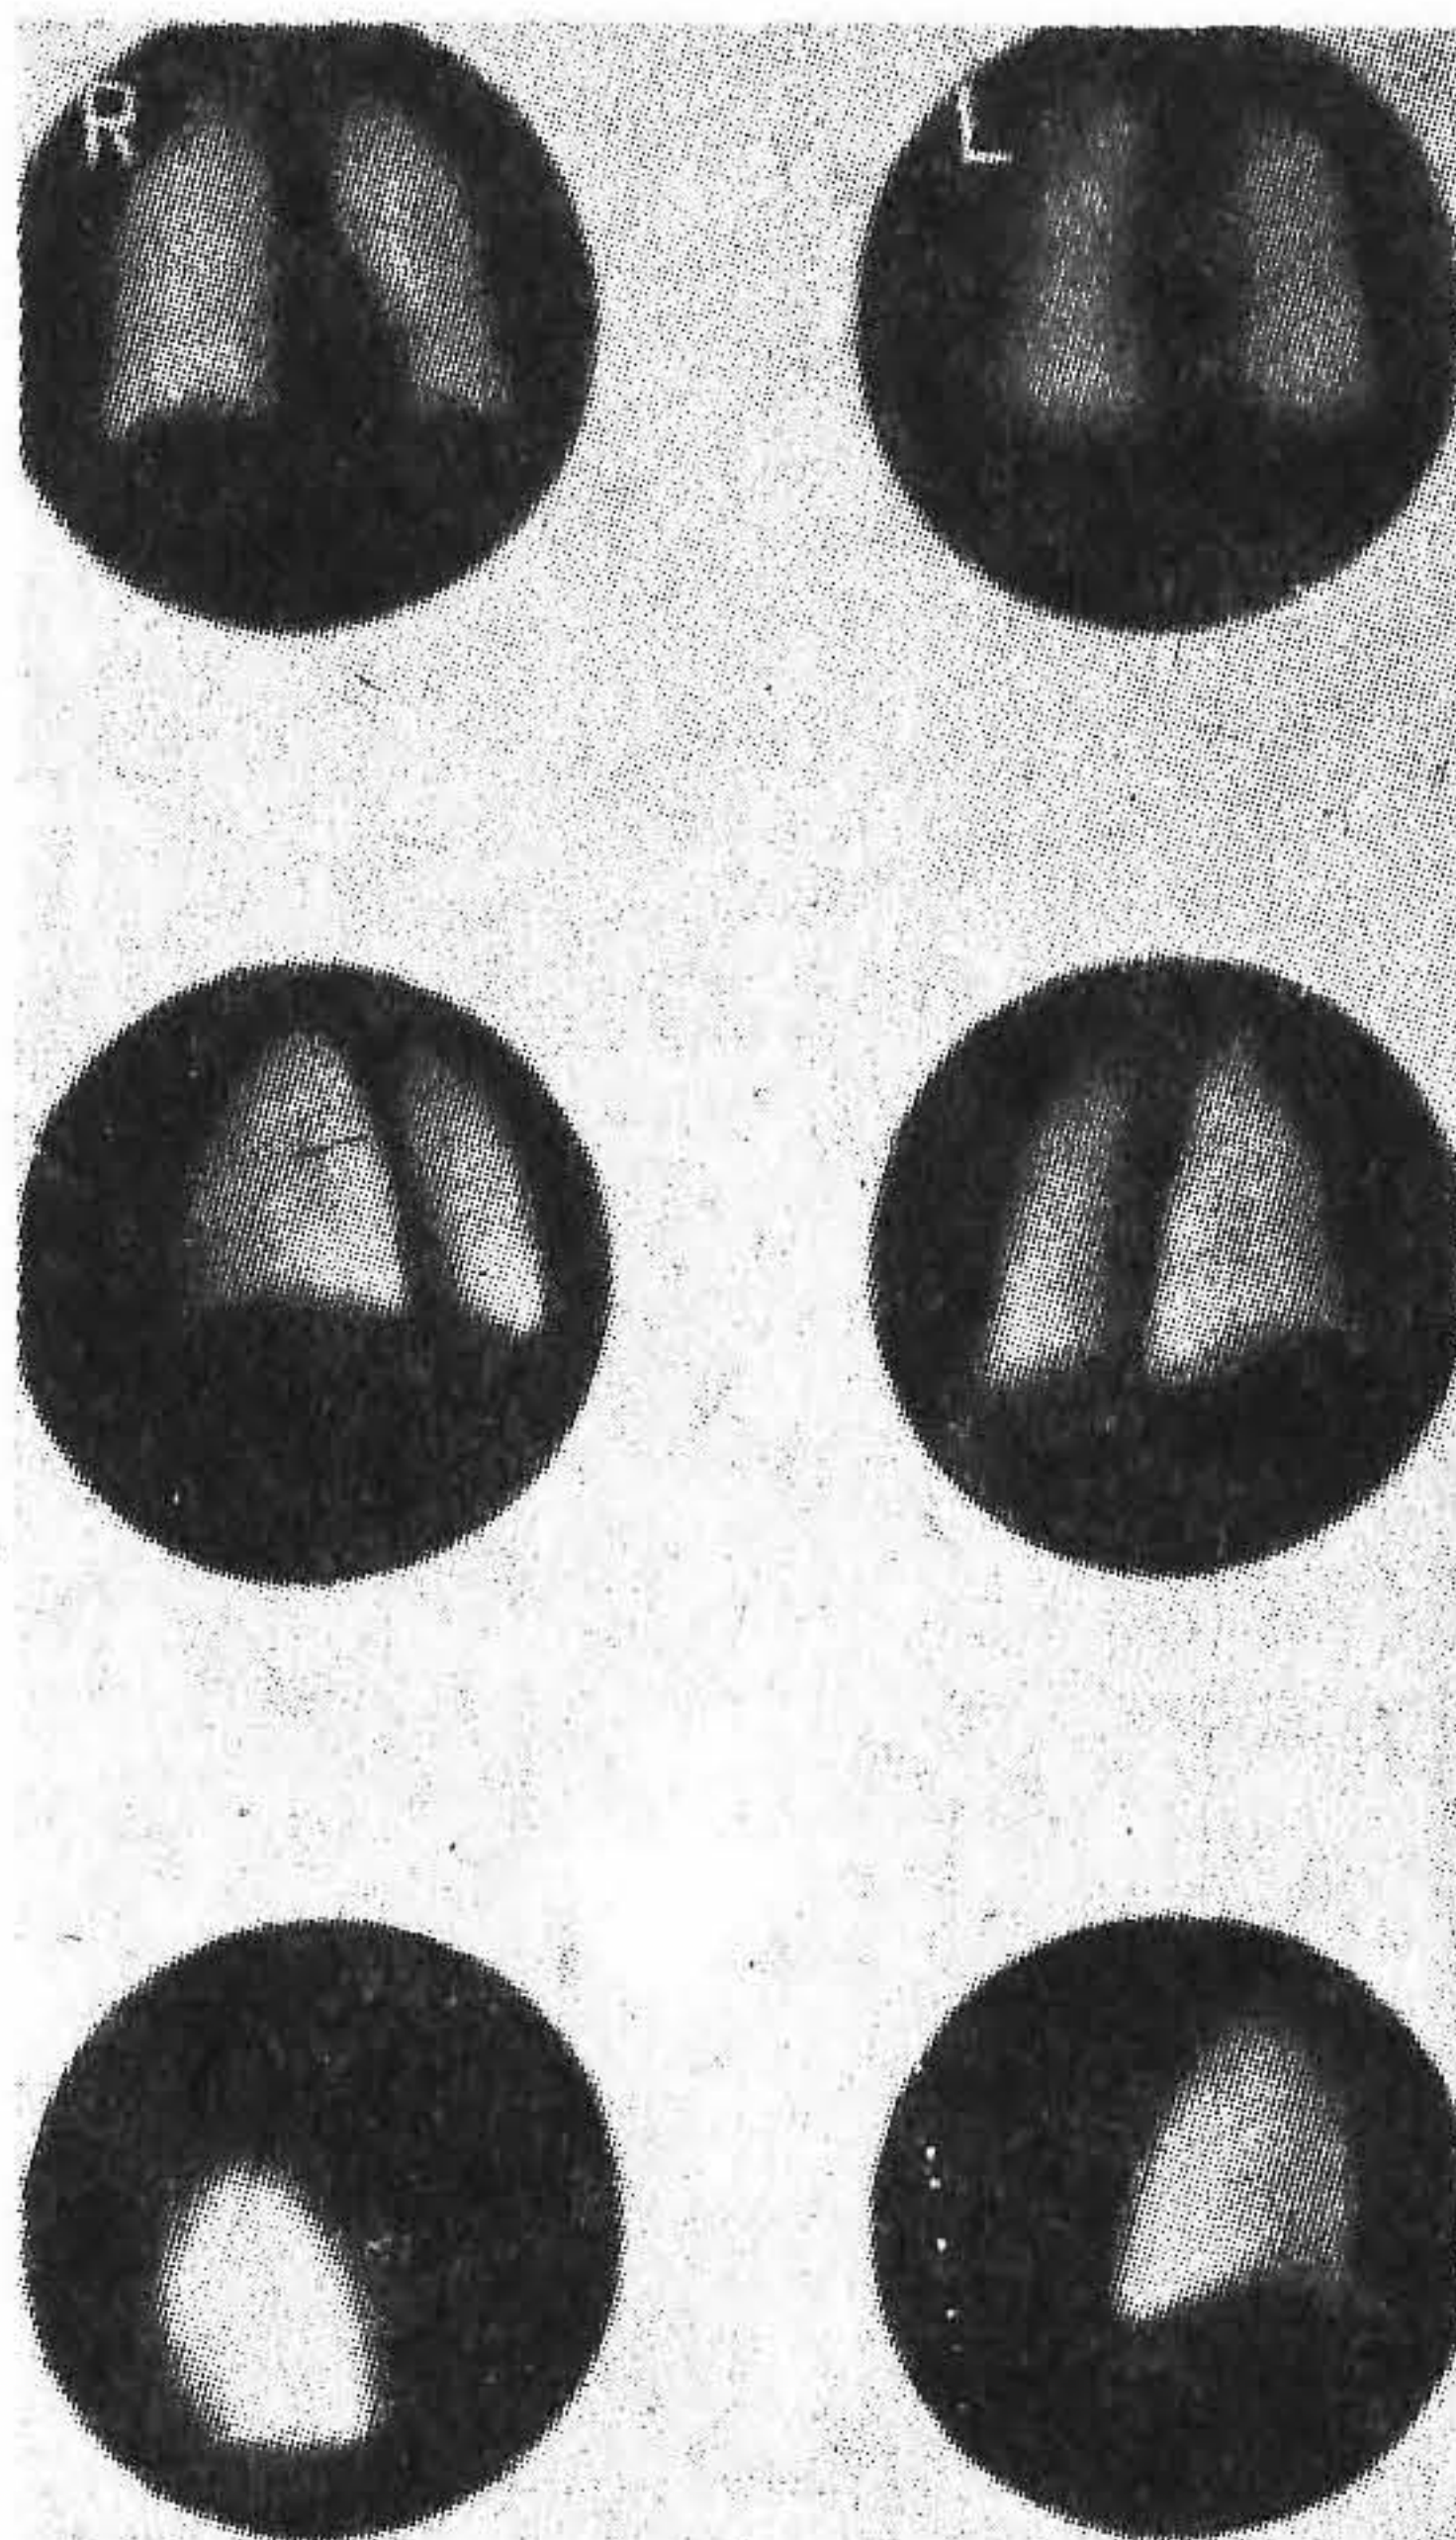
Изображения нормальной перфузии легких того же пациента, что и на рис. 6.137, полученные с помощью препарата $^{99}\text{Tc}^m$ -МАА. Приведены передняя, задняя, левая, правая задняя наклонная, а также левая и правая продольные проекции. (Из работы [6.68].)
